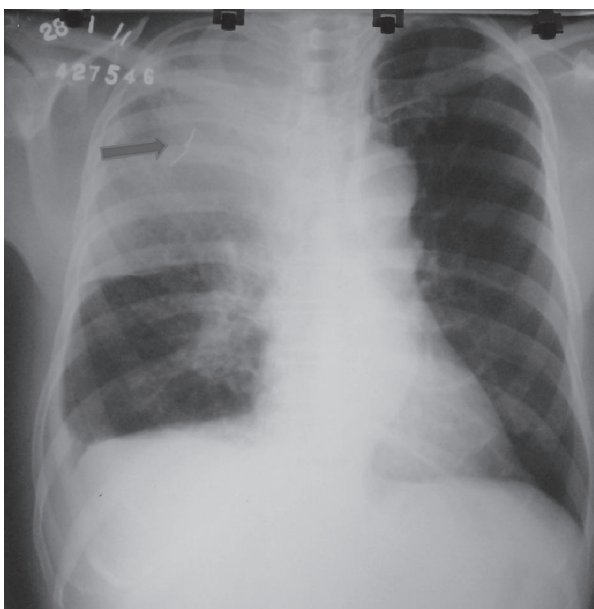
Radiografía de tórax posteroanterior. La flecha roja señala el cuerpo extraño.
